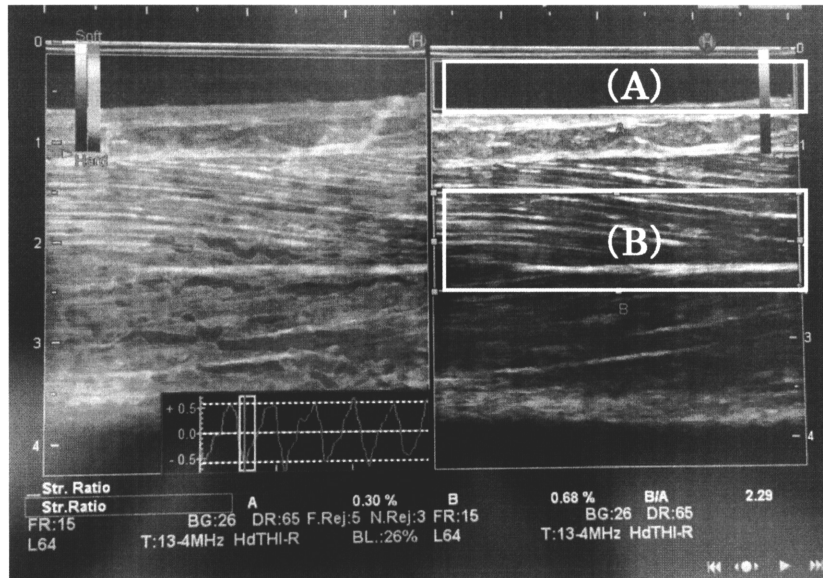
超音波 Real-time Tissue Elastography 画像 (基準部位 (A)、対象部位 (B))
